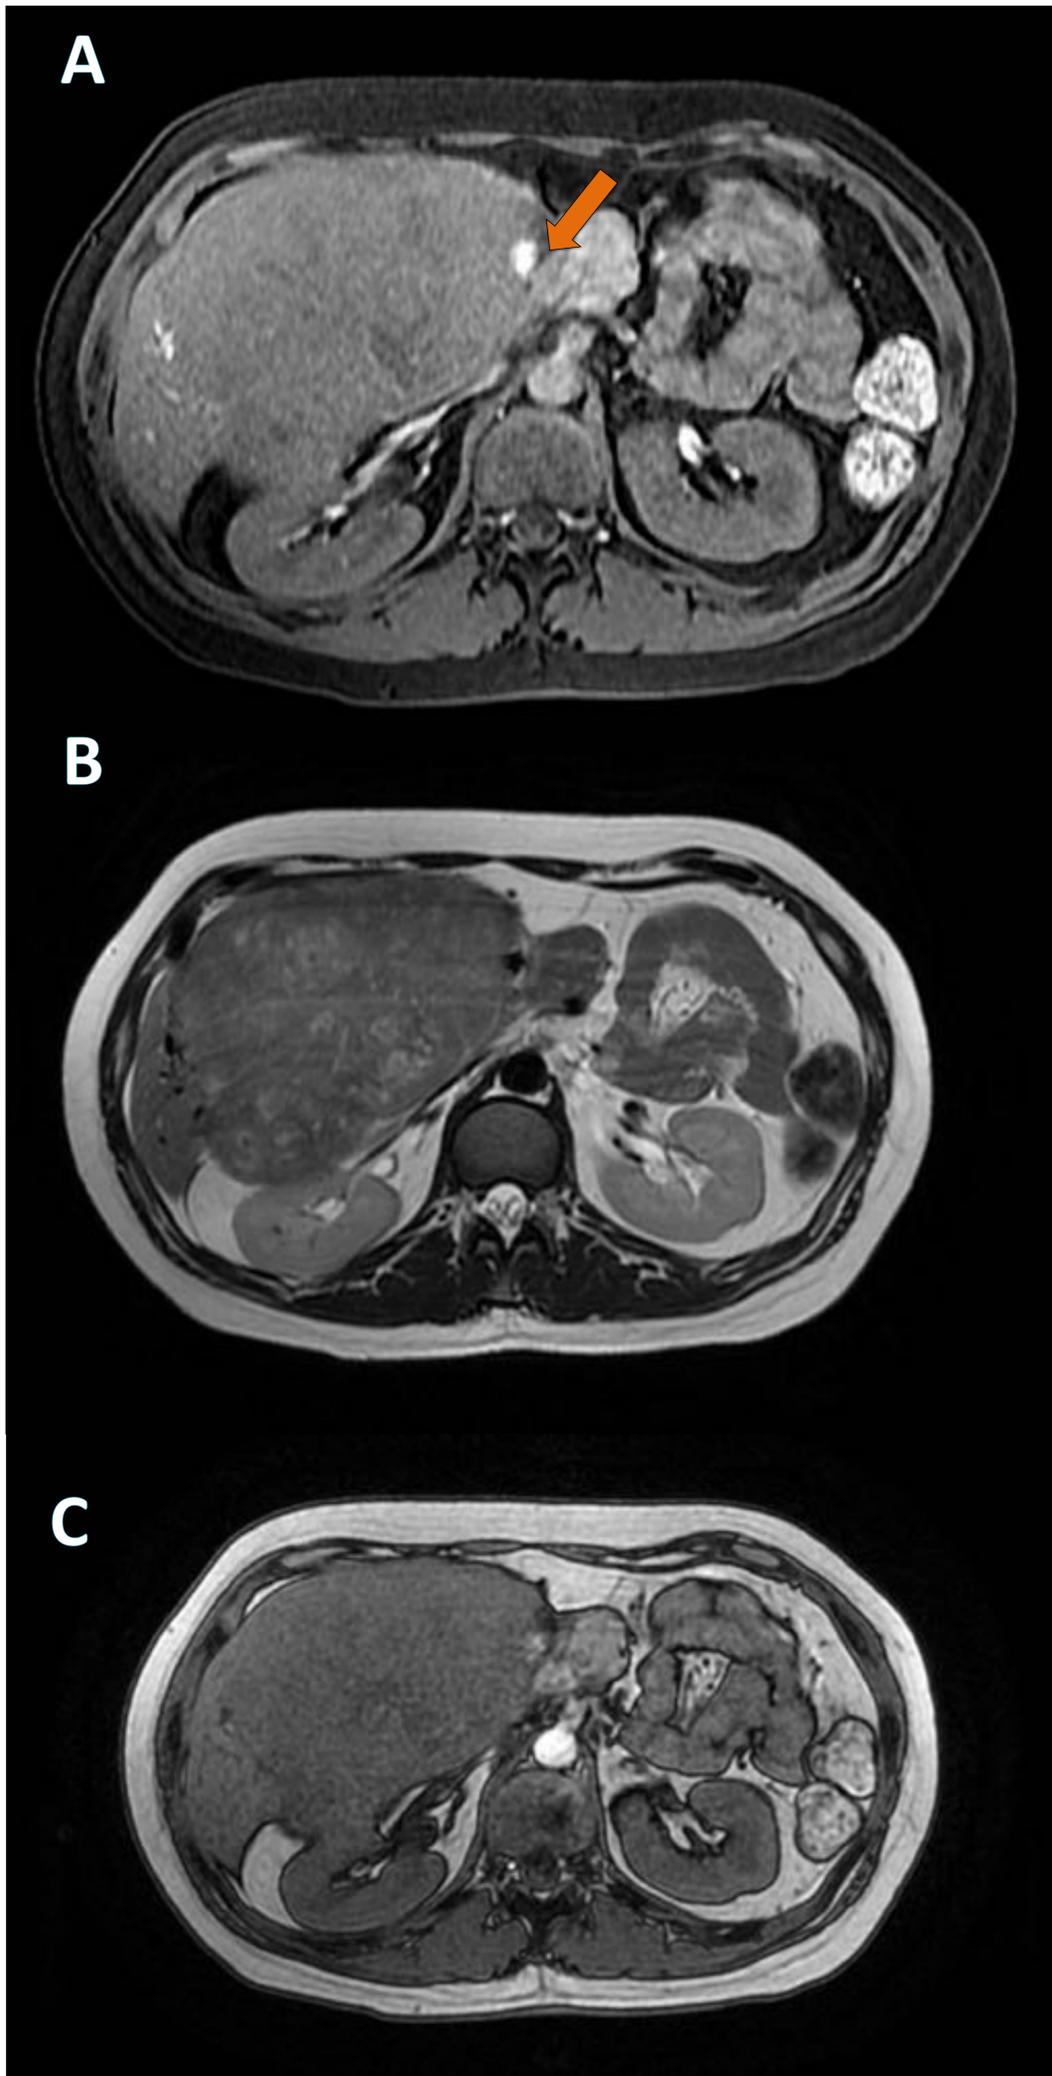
Adenoma hepático. RM. Tumoración de intensidad heterogénea aunque de predominio hipointensa, y muestra discreta disminución de la señal en fuera de fase (componente graso) (C). Además, tiene focos hiperintensos en su periferia en la secuencia TS T1 (A) lo que sugiere focos de sangrado (flecha naranja). References: Hospital Universitari de Tarragona Joan XXIII/ES.
